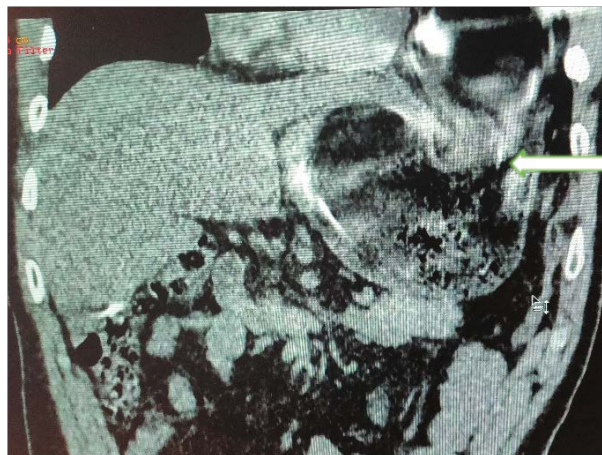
МСКТ корональный срез
